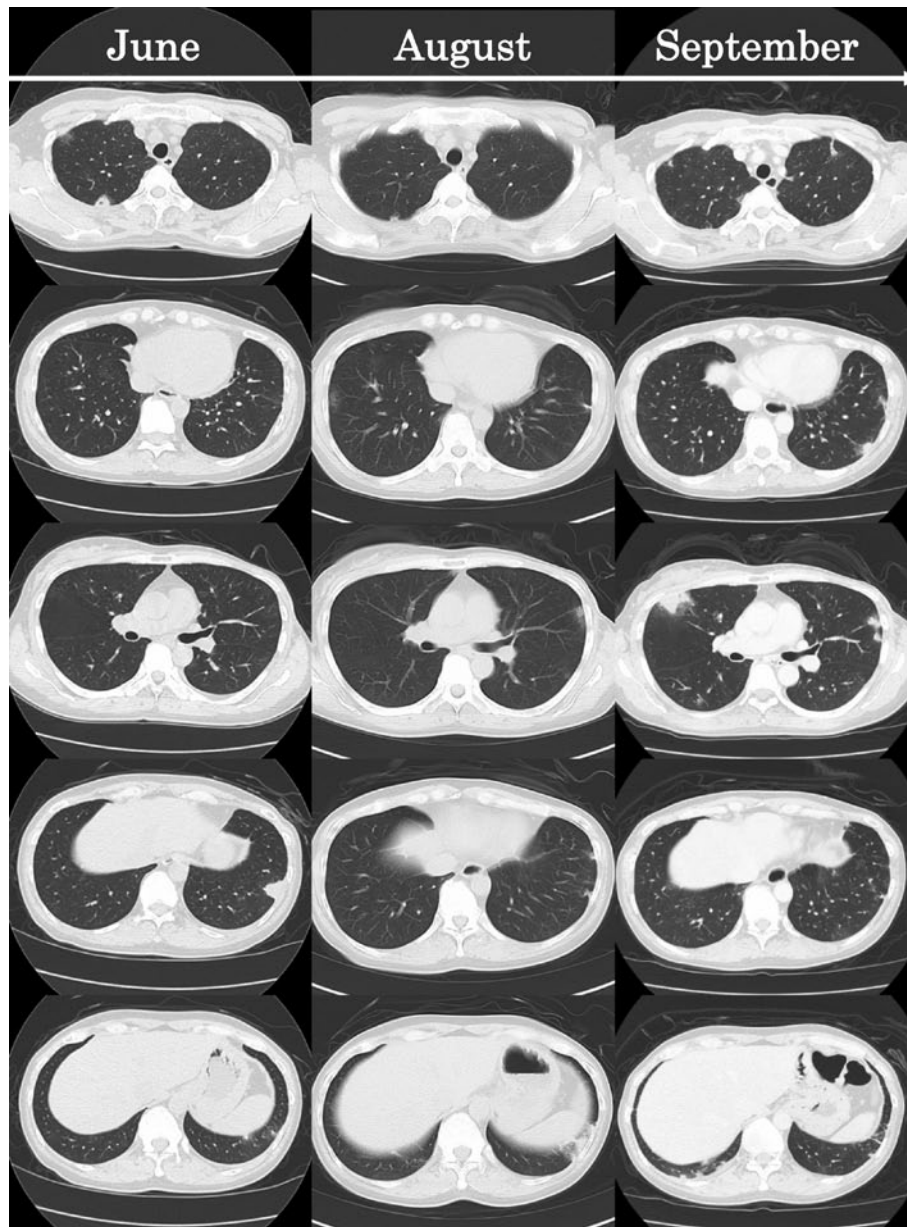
胸部CT画像経過。両側胸膜直下に多発結節影を認める。3ヶ月間で、縮小、索状化、すりガラス様陰影に変化、消失などの改善所見を認める。その一方で、新規に結節影が出現している。全体的には個数が増え、増悪傾向である。
